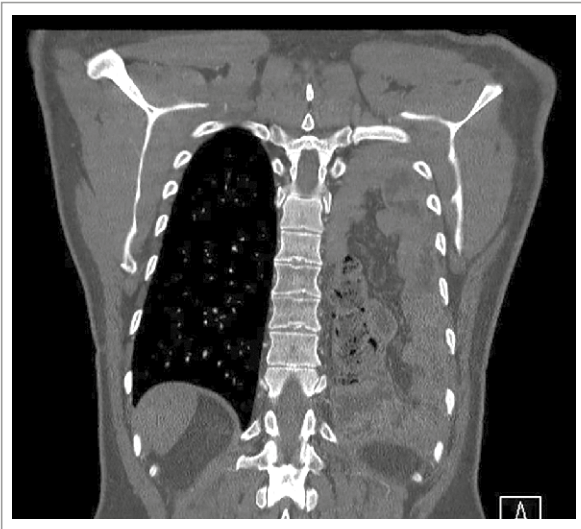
TC de abdomen y pelvis. Corte coronal que evidencia ocupación del hemitórax izquierdo por contenido intra-abdominal.
